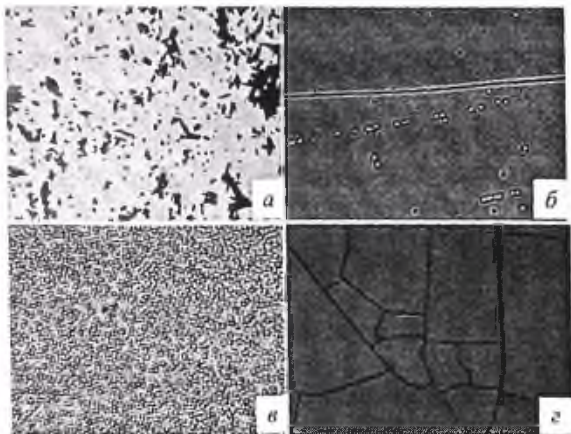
Микрорентгенография субстанции фурацилина (а), ТД (фурацилин:ПВП) (1:10 по массе) (б), фурацилина после удаления этанола (в), ПВП после удаления этанола (г).
